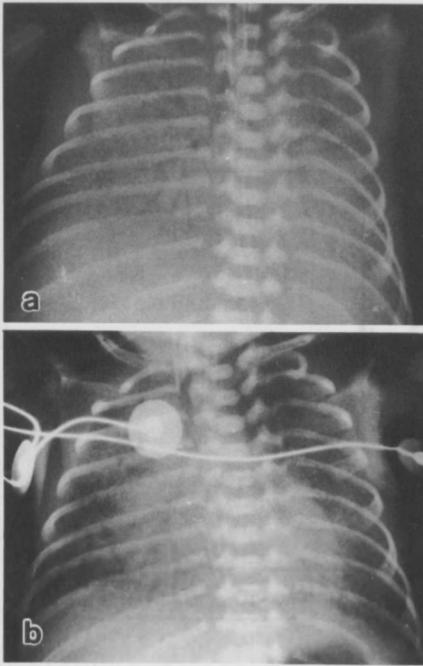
a, b. Röntgenbefunde vor und nach Surfactant-Substitution. a Aufnahme im Alter von 2 Stunden: Atemnotsyndrom Grad 3; b 6 Stunden nach Substitution weitgehend normale Lungentransparenz
